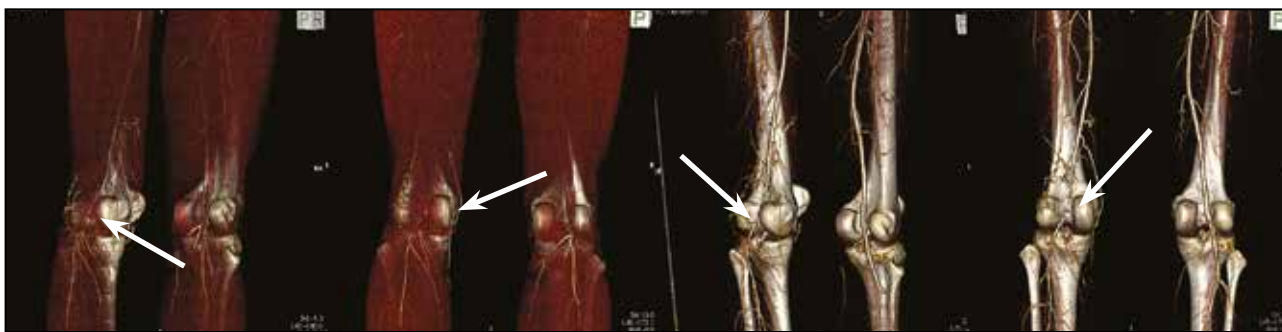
Компьютерные томограммы [артериография] нижних конечностей больной с синдромом сдавления подколенной артерии (тип III), 3D-реконструкция
